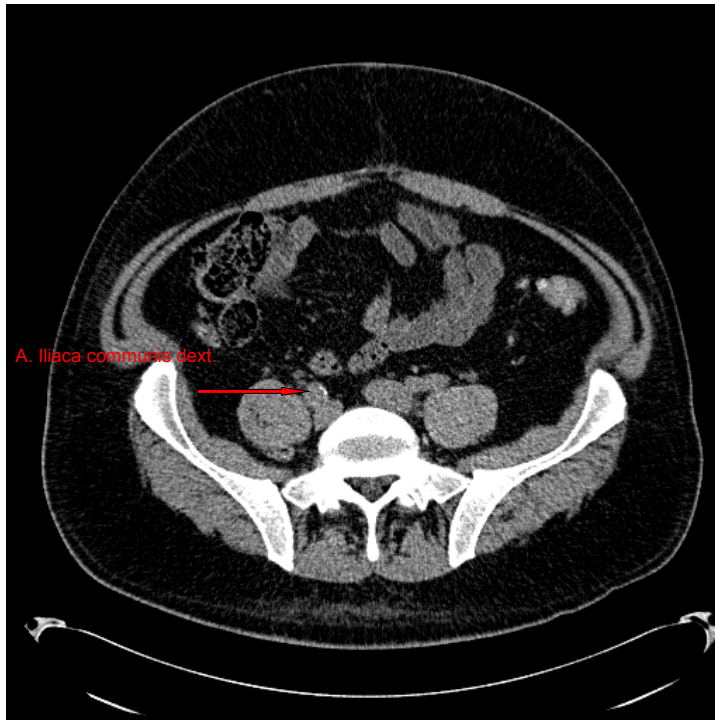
CT Bild 2, Verkalkung Grad 1
